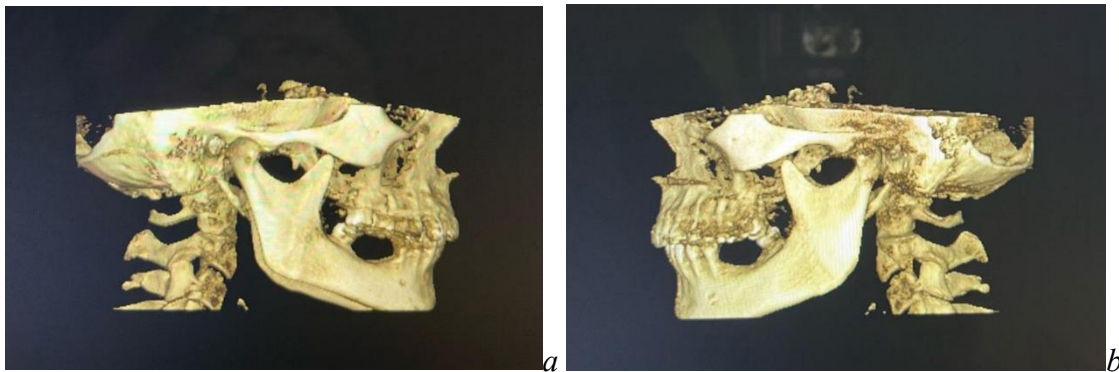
CT view of the right TMJ
